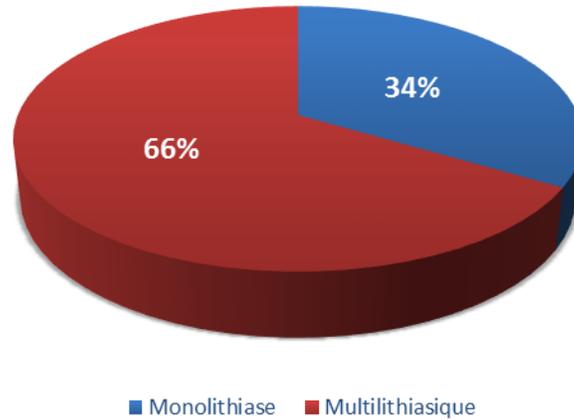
Répartition selon le nombre des calculs à l'échographie.
